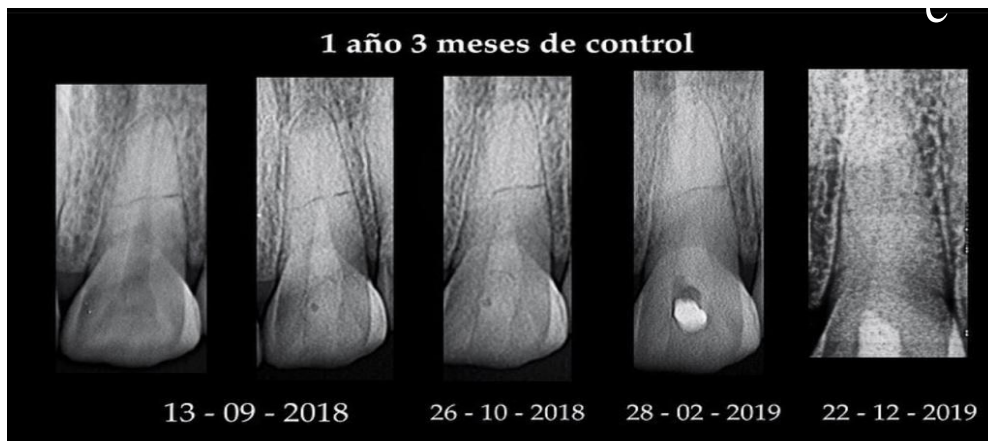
e) Radiografía intraoral periapical 15 meses después del trauma.
